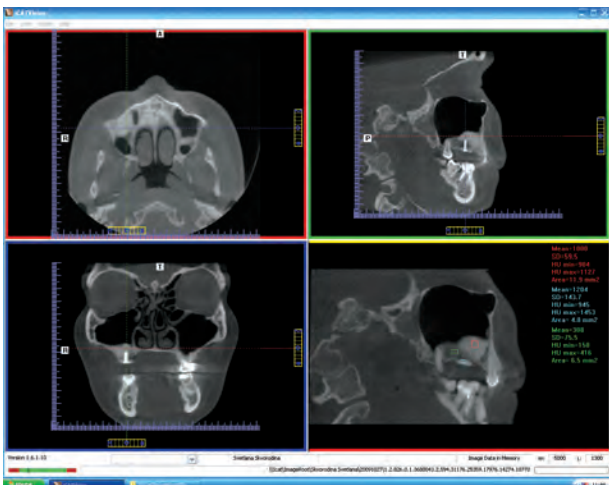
Пациентка С., 47 лет. ДОТ. Состояние после синуслифтинга (с использованием материала tr3) и костно-реконструктивной операции с фиксацией Dual Block справа (6 мес после операции). Видны рентгенологические признаки остеоинтеграции в области установленных КГП, их структура и плотность соответствуют всем параметрам, характерным для данных биоматериалов в норме. Состояние верхнечелюстной пазухи удовлетворительное. Пациентке может быть выполнена дентальная имплантация
